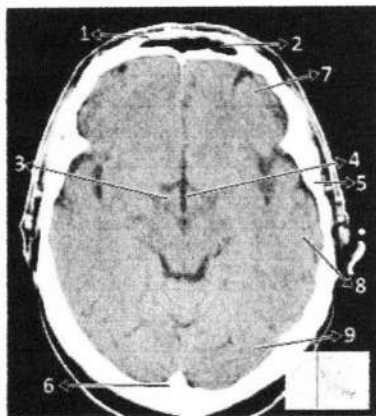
Anatomi Otak Irisan *cross sectional* 4 pada CT (Moeller, 2007)
